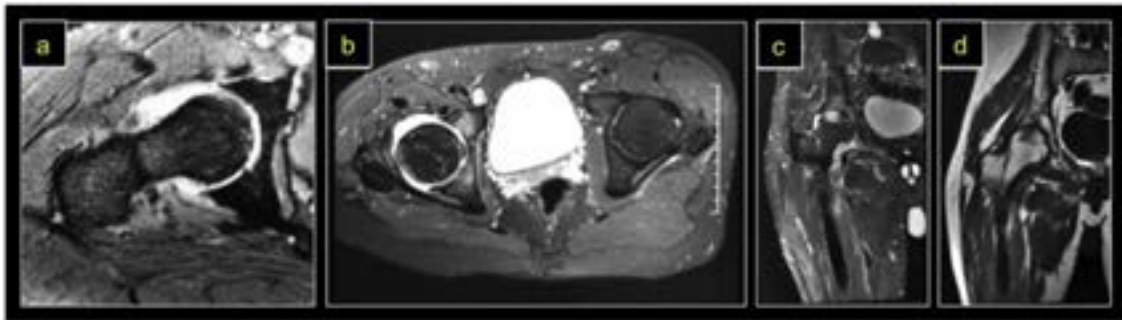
RM de artritis séptica de cadera
